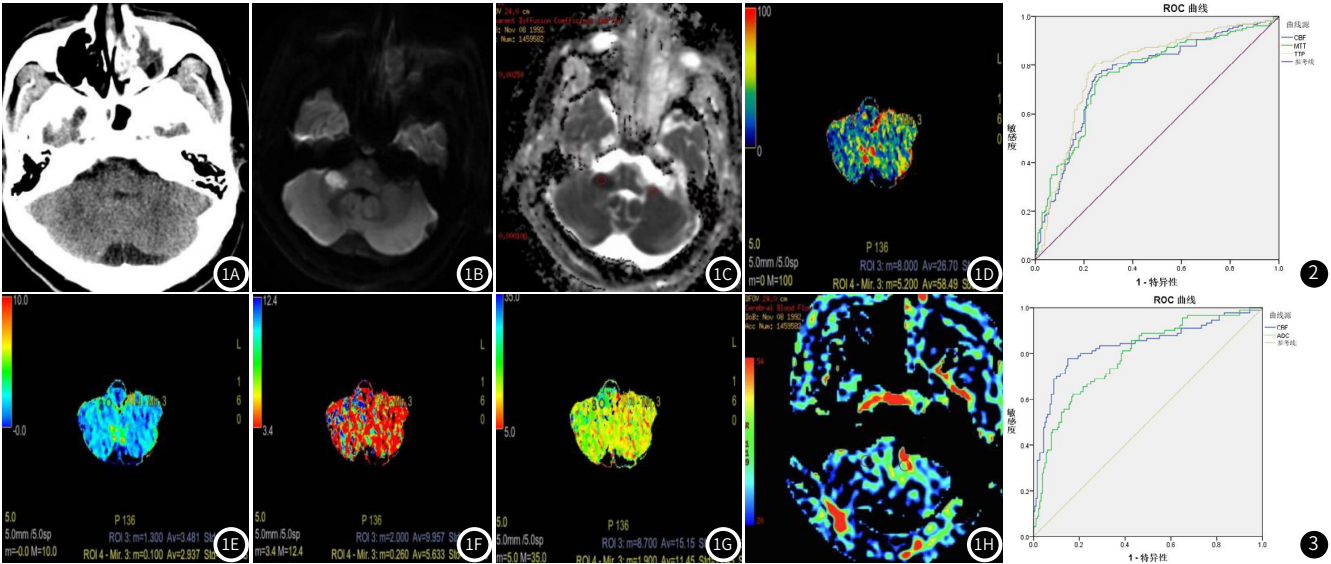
图1H 急性脑卒中患者, 右侧小脑中动脉及右侧椎动脉重度狭窄。男, 52岁, 左侧肢体乏力、行走不稳8h, 图1A示急诊 CT平扫示未见明显异常, 图1B-图1C显示右侧小脑中脚急性脑梗塞, ADC值明显减低; 图1D-图1G分别为CBF、CBV、MTT、TTP图像, 可见梗死区CBV、CBF较镜像区减低, 而MTT、TTP较镜像区局部增高, 图1H为ASL图像示右侧小脑中脚CBF较镜像区明显减低。
